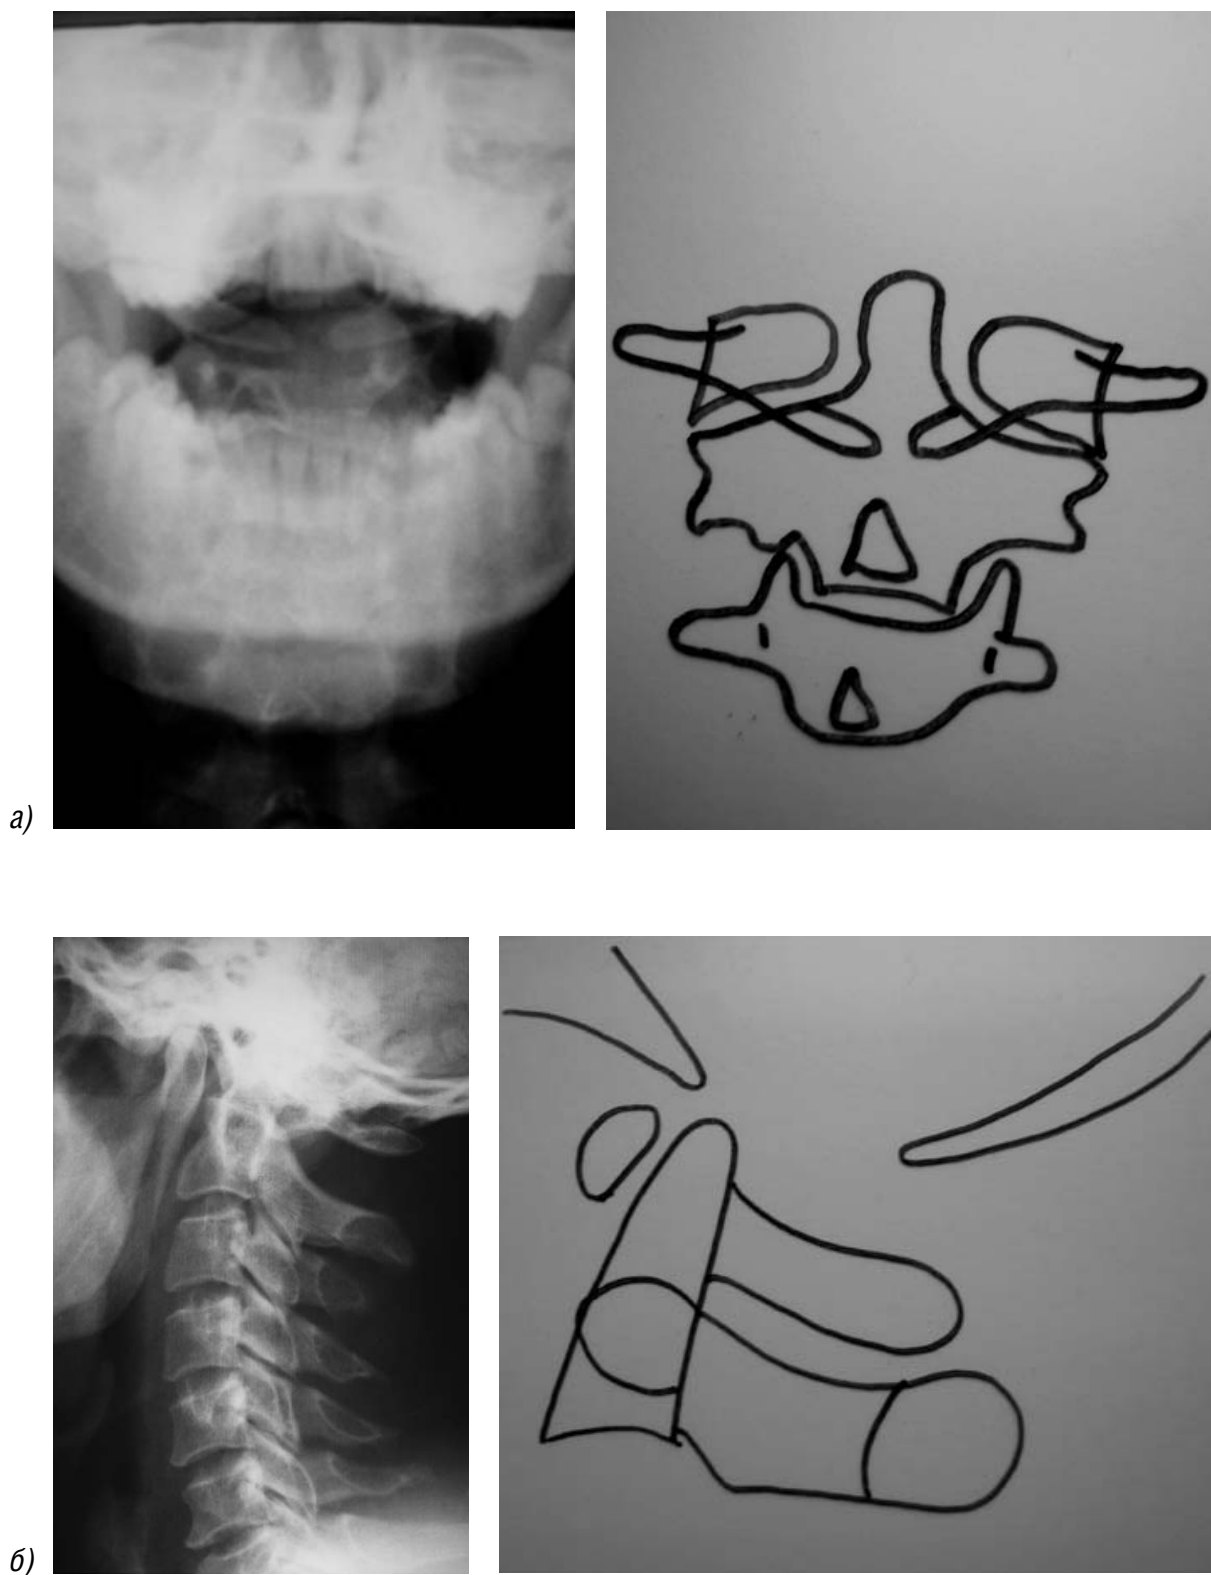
Аномалия развития. Врожденное незаращение задней дуги атланта. Spina bifida posterior C1. Рентгенограммы и схемы шейного отдела позвоночника в прямой (а) и боковой (б) проекциях. На рентгенограмме в прямой проекции определяется расщелина задней дуги атланта. На рентгенограмме в боковой проекции отсутствует внутренний контур позвоночного канала в основании остистого отростка C1
